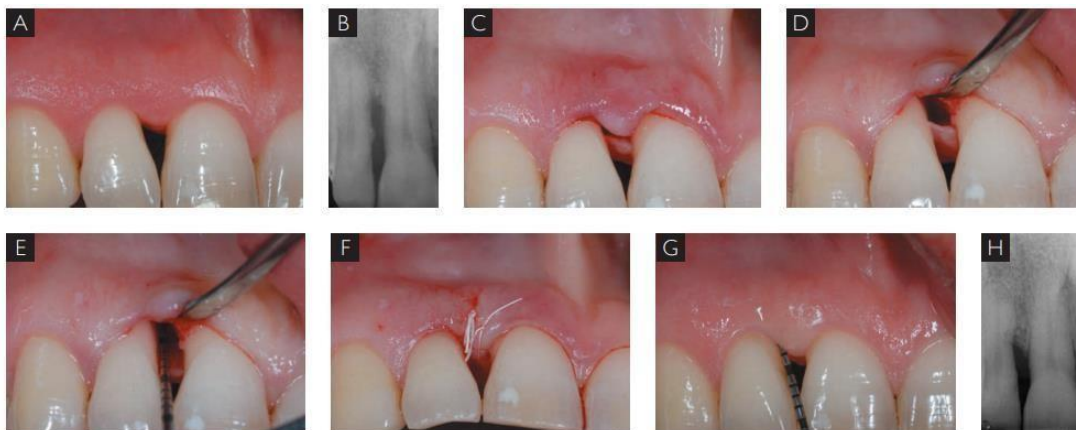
Traitement d'un défaut infra-osseux étroit par approche M-MIST. (A) Poche mésiale de 8 mm présente sur une incisive latérale supérieure droite. (B) radiographie d'un défaut infra-osseux étroit. (C) incision de type SPPT (D) Un petit lambeau vestibulaire est soulevé sans élévation de la papille (E) Le défaut combiné mesure 6 mm. (F) suture matelassée interne modifiée et un point de passage, sans recours à des matériaux régénératifs. (G) À un an, le sondage est réduit à 3 mm sans récession gingivale. (H) Une résolution radiographique complète du défaut est observée. (Cortellini 2012)
